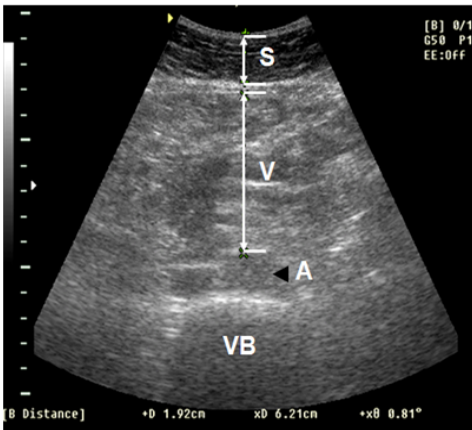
Abdominal fat thickness by high resolution B-mode ultrasonography. S, subcutaneous fat thickness; V, visceral fat thickness; A, aorta; VB, vertebral body.
